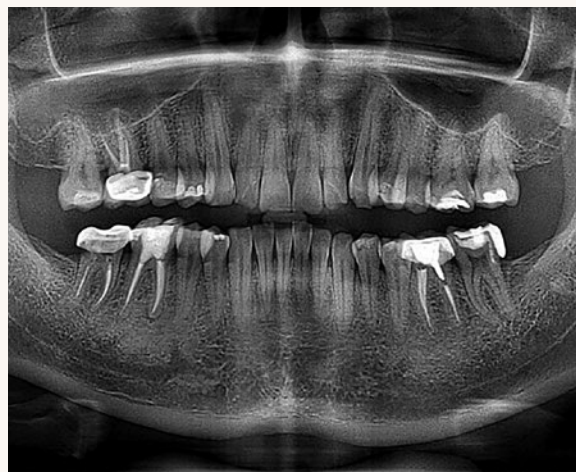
Ortopantomografía a tres meses del uso de la guarda oclusal.
